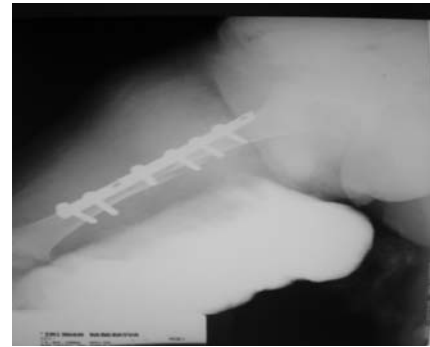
Avasküler nekroz gelişen hastanın takip grafisi
